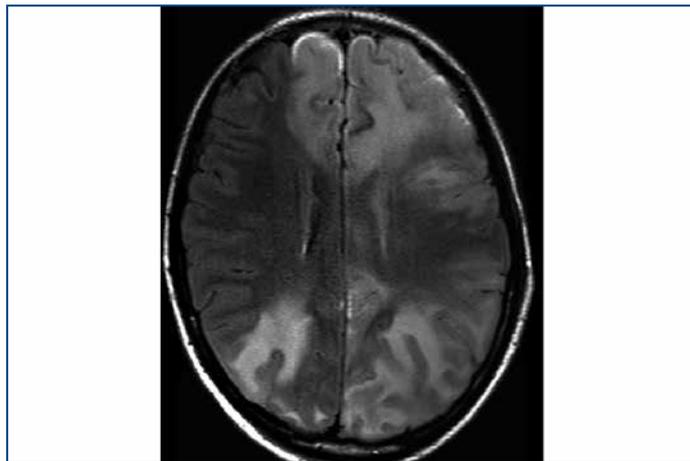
Данные МРТ пациента Р., 17 лет. Обширные патологические зоны отека вещества головного мозга, без четких контуров и границ, несколько менее выраженные в лобно-теменной области справа
